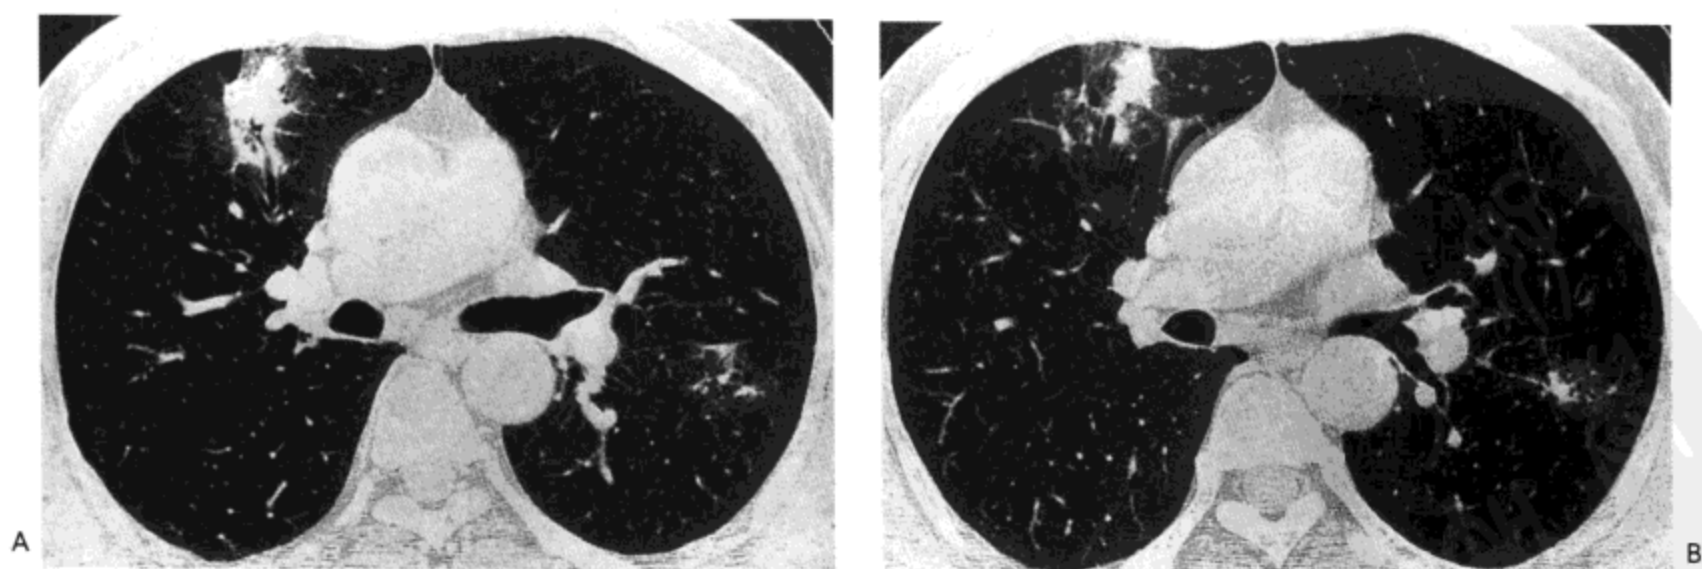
低恶性B细胞淋巴瘤（Maltoma）。高分辨率CT影像示右肺上叶局灶性结节样实变区伴支气管气相。左肺下叶有一个小的实变灶。B：图A头侧1 cm的CT影像示右肺上叶局灶性实变与磨砂玻璃影，左肺下叶的实变灶结节样表现更明显。注意两病灶均为支气管周围分布。
